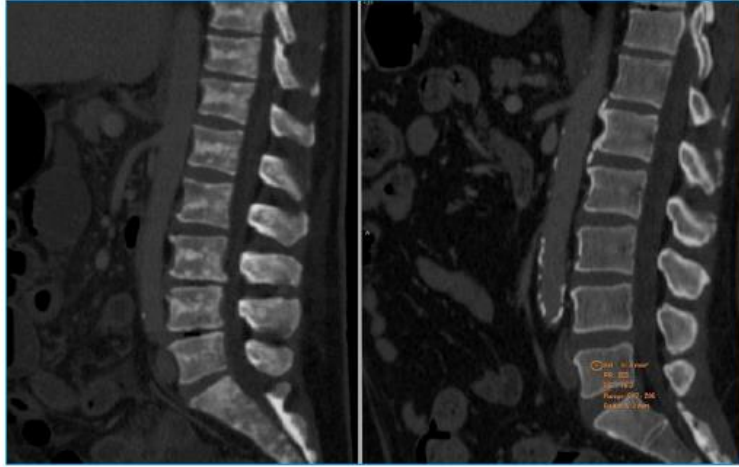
Tomografía axial computerizada (TAC). A la izquierda, imagen del paciente: en los cortes sagitales de columna vertebral se aprecian múltiples imágenes hiperdensas irregulares, que afectan a los cuerpos vertebrales y a los elementos posteriores. El estudio de densidad medular en L5 triplicaba el valor de referencia de un sujeto normal (derecha).
